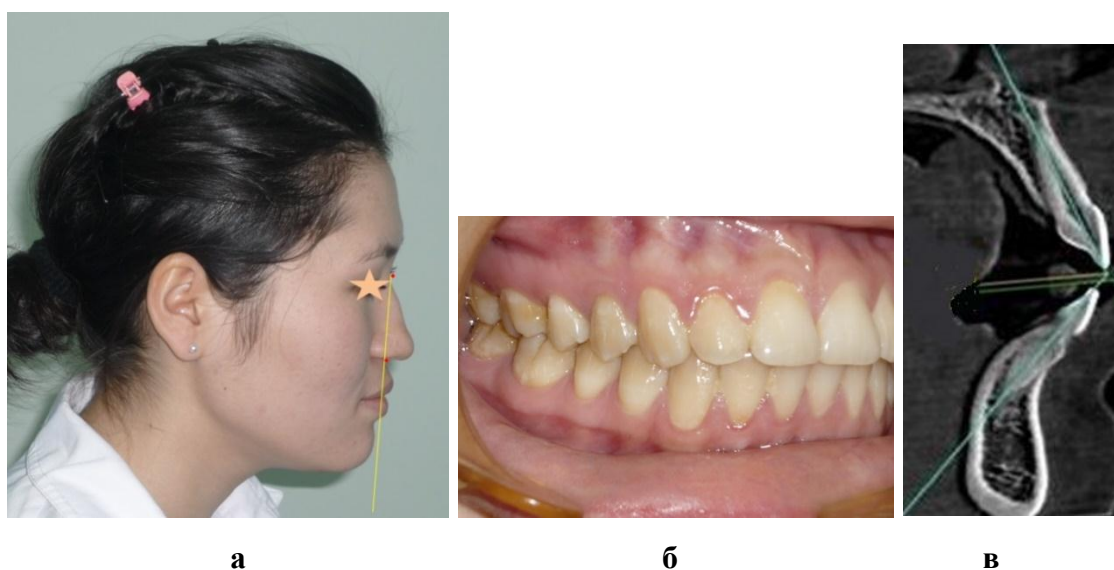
Положение губ (а), окклюзионные взаимоотношения (б) и инклинация резцов (в) при протрузийном типе зубных дуг
